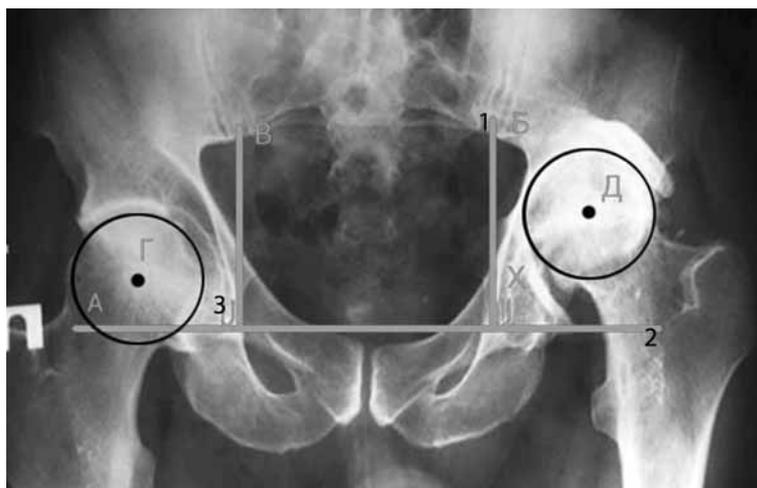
Рентгенологические ориентиры
